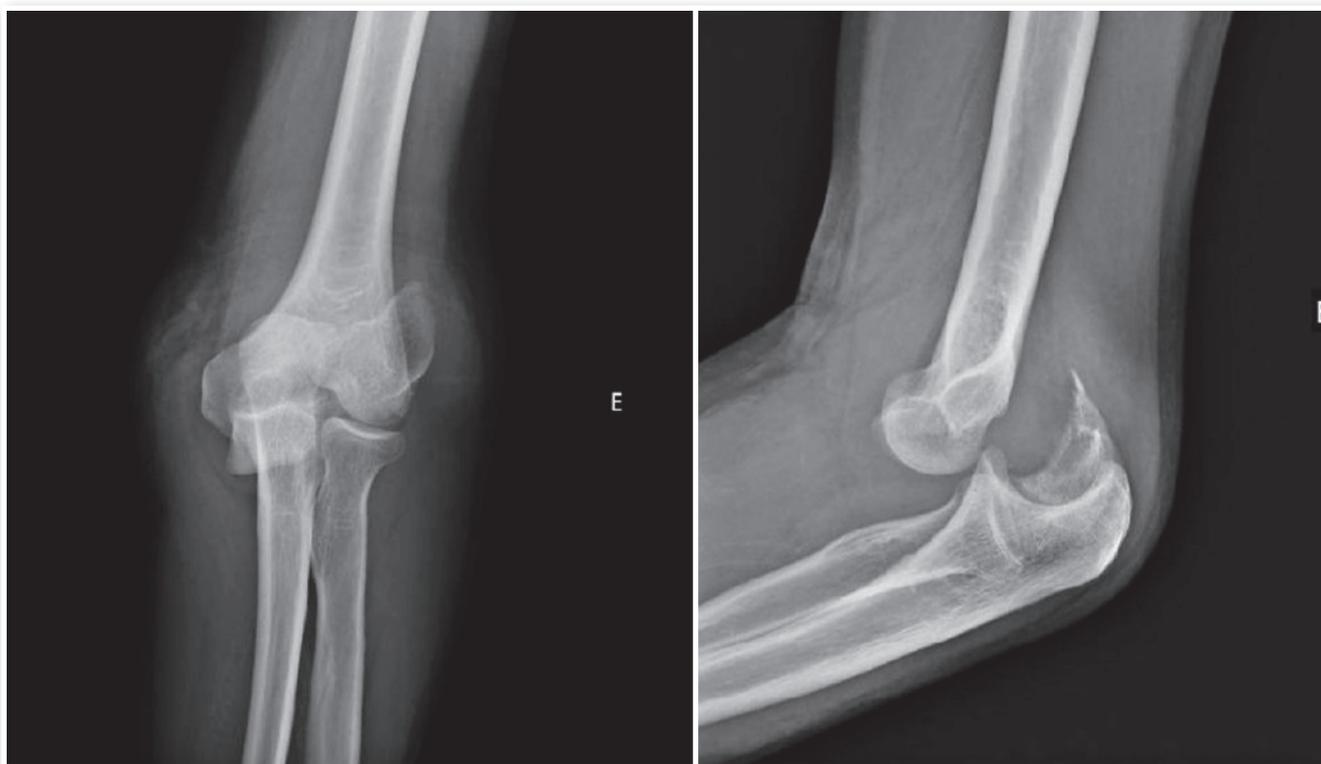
Radiografias pré-operatórias em AP e Perfil do cotovelo esquerdo com fratura-luxação (fratura do capitúlo e parte da tróclea).
